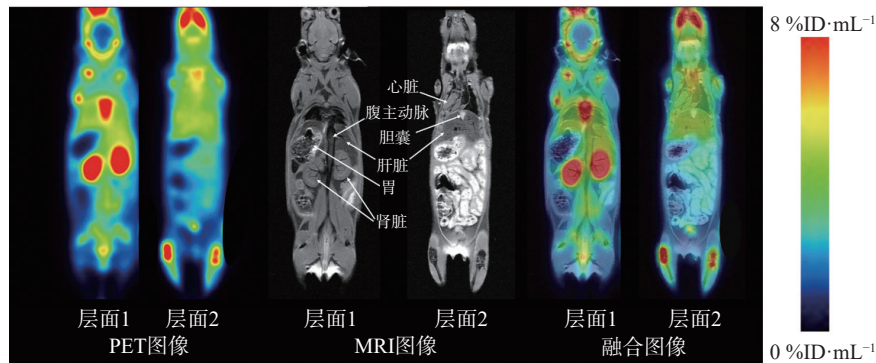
静态扫描中PET图像、MRI图像及融合图像
